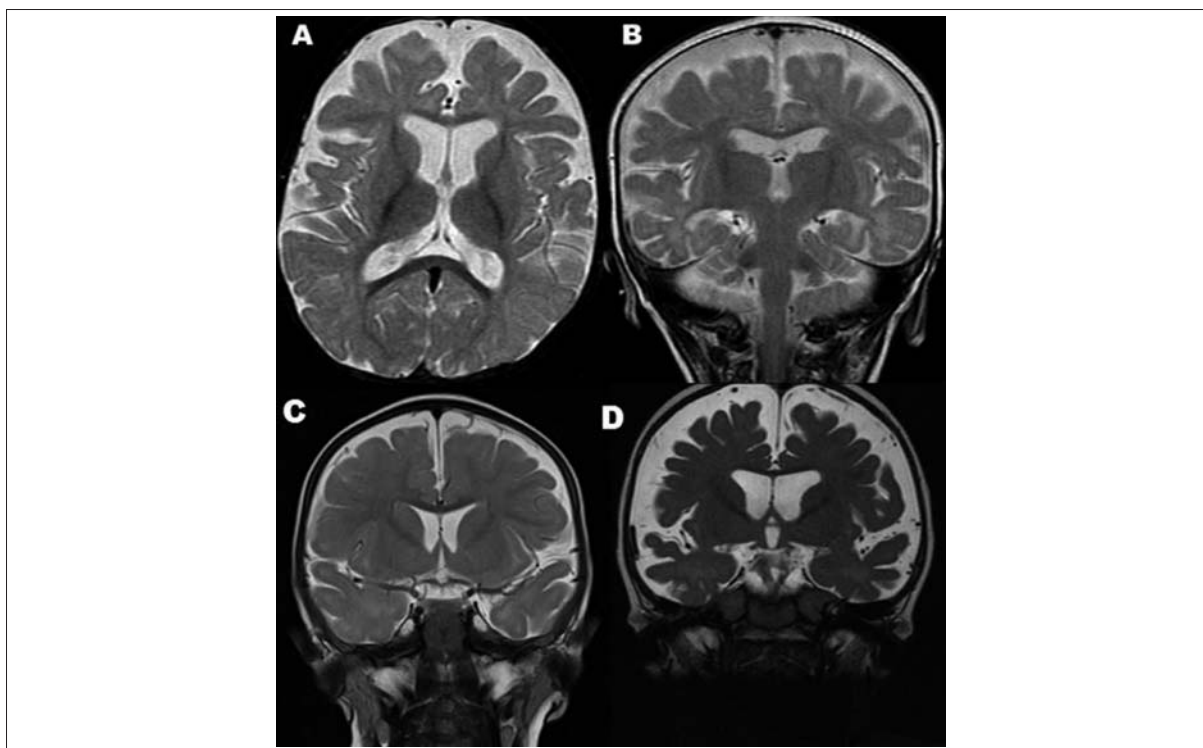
RM de cráneo de los pacientes 1 (A y B), 2 (C) y 3 (D) del momento del ingreso hospitalario. En todos los casos se observa una atrofia frontoparietal.
